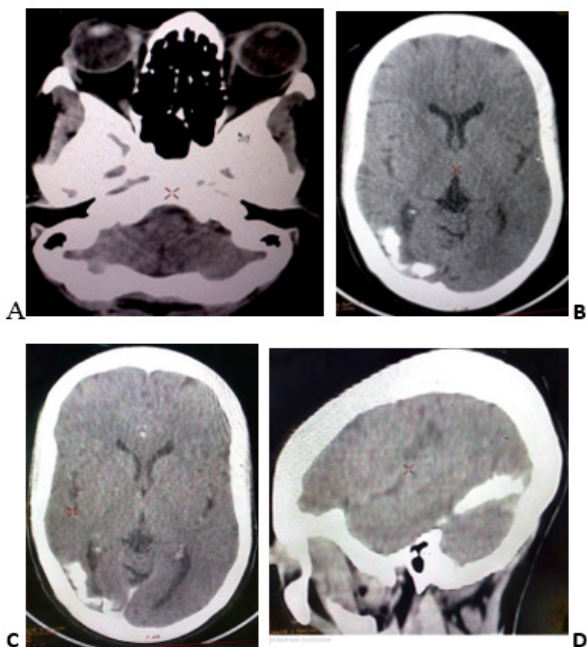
(A, B, C, D) : TDM coupe axiale et sagittale sans et avec injection de produit de contraste en fenêtre parenchymateuse mettant des plages serpiginieuses d'hyperdensité spontanée, de tonalité calcique, curvilignes occipitale droite sans anomalie des sillons corticaux en regard.
